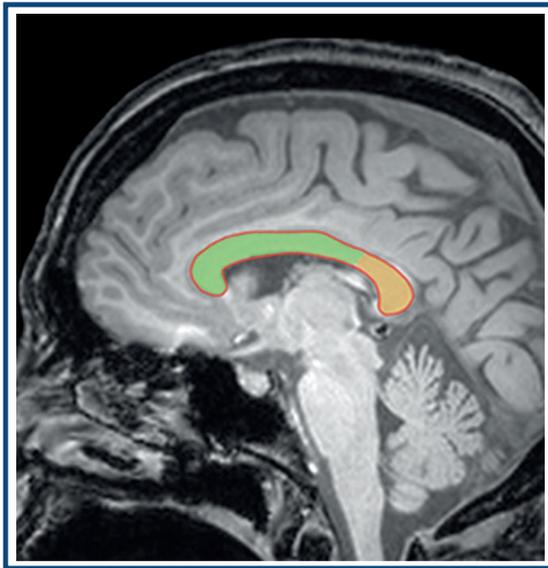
Corte sagital de resonancia magnética demostrando las extensiones de callosotomía (callosotomía anterior en verde).
